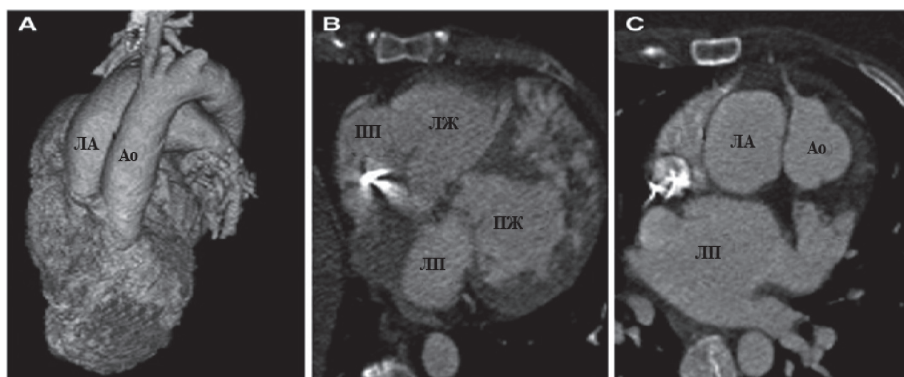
Томограмма в 2D и 3D режиме сердца больного с ТМС.
